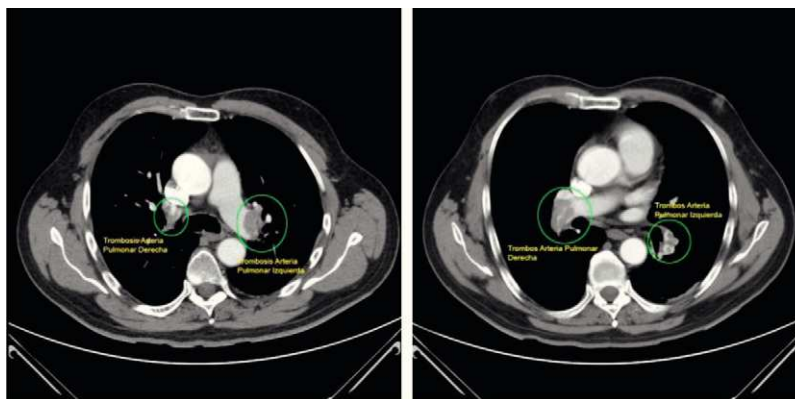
Angio-TAC el día del ingreso.
